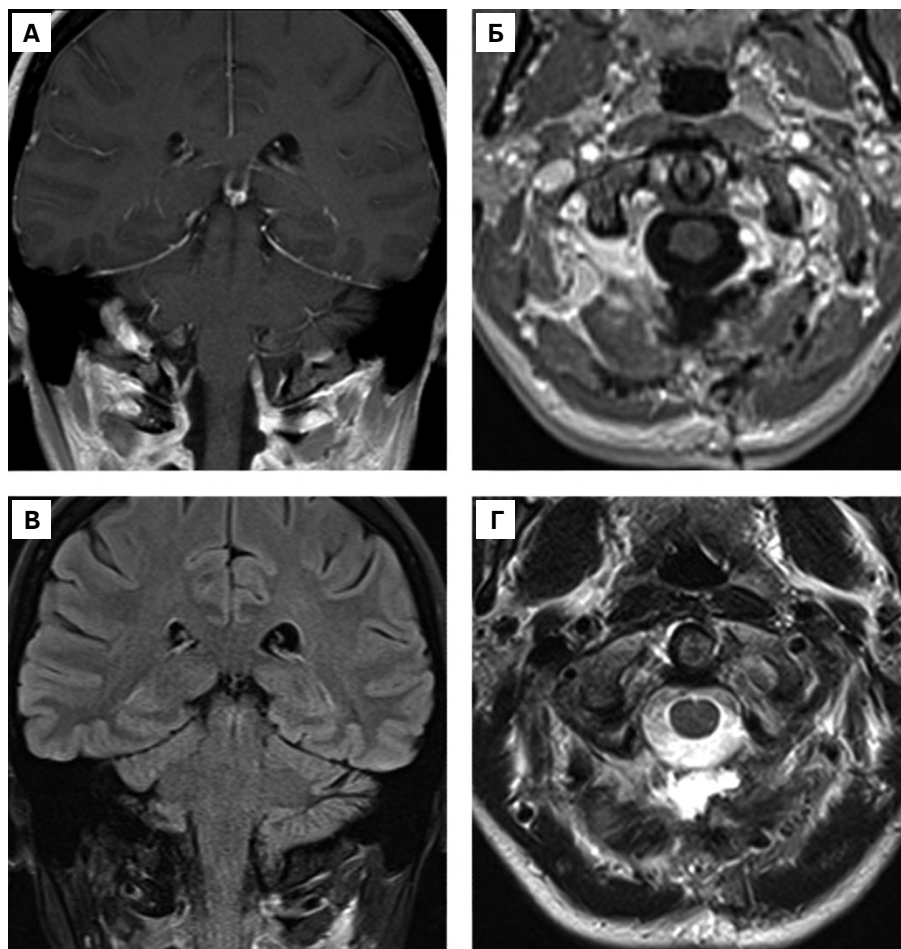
Послеоперационный МР-контроль головного мозга (остаточных фрагментов опухоли не выявлено): А – МРТ в режиме Т1-ВИ с контрастированием, коронарная проекция; Б – МРТ в режиме Т1-ВИ с контрастированием, аксиальная проекция; В – МРТ в режиме Т2-ВИ FLAIR, коронарная проекция; Г – МРТ в режиме Т2-ВИ, аксиальная проекция. Источник: составлено авторами
